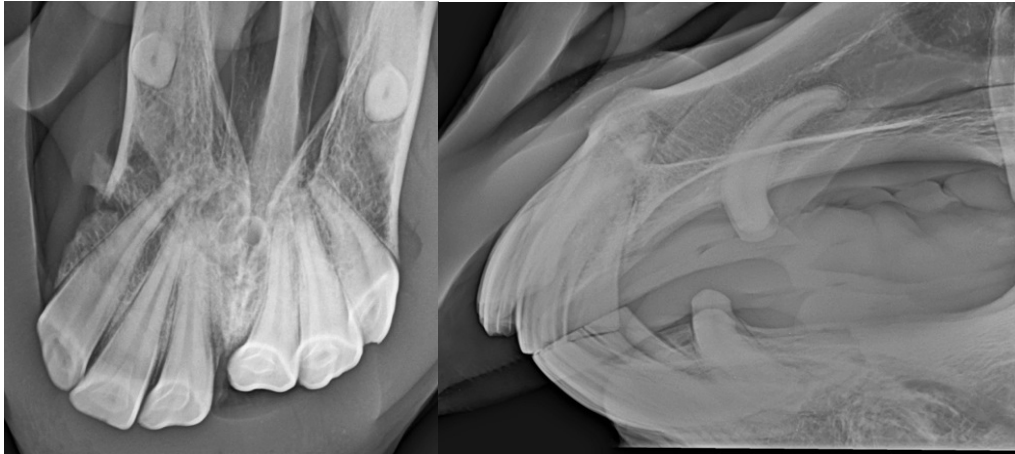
Präoperative Röntgenaufnahmen einer Avulsionsfraktur der Incisivi 201-203
